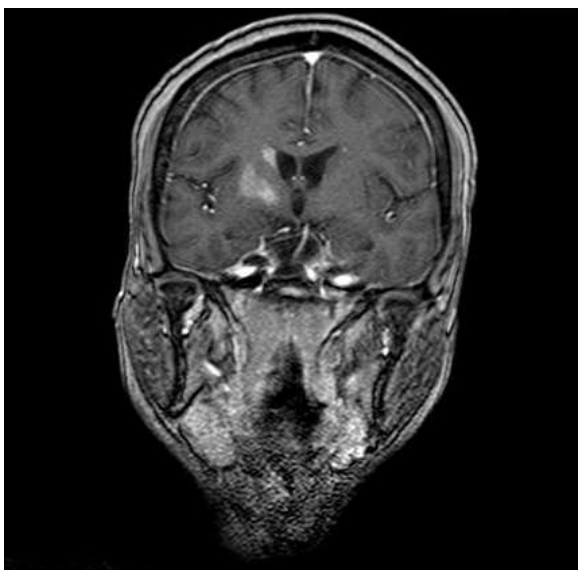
a: MRT in T1 Wichtung (sagittal) und b: MRT in T1 Wichtung mit Gadolinium (frontal) mit Hyperintensitäten im Caput nucleus caudatii, Putamen und Globus pallidus rechtsseitig, c: Signalanhebung in DWI Wichtung
